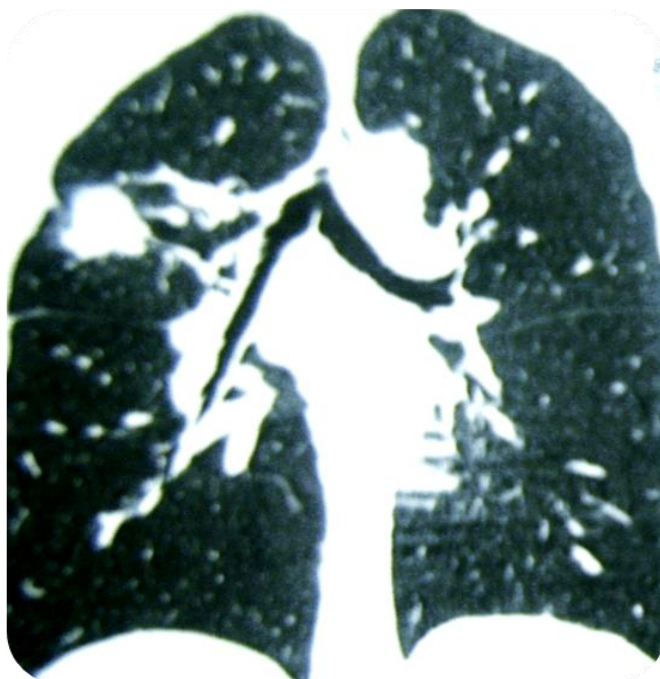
КТ грудной клетки. Периферическая опухоль правого легкого.
